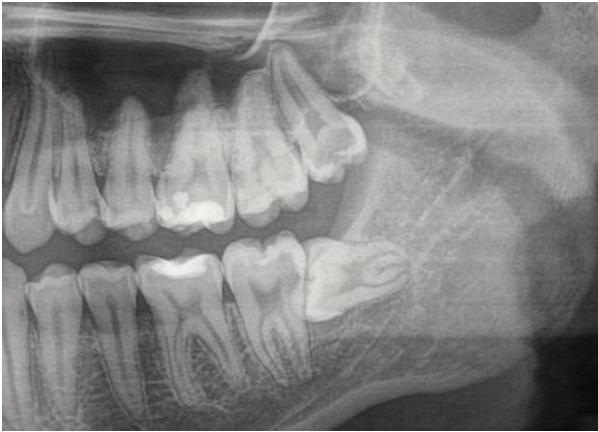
Фрагмент ортопантомограми пацієнтки М., 22 роки на момент звернення. Горизонтальна ретенція зуба 38.
